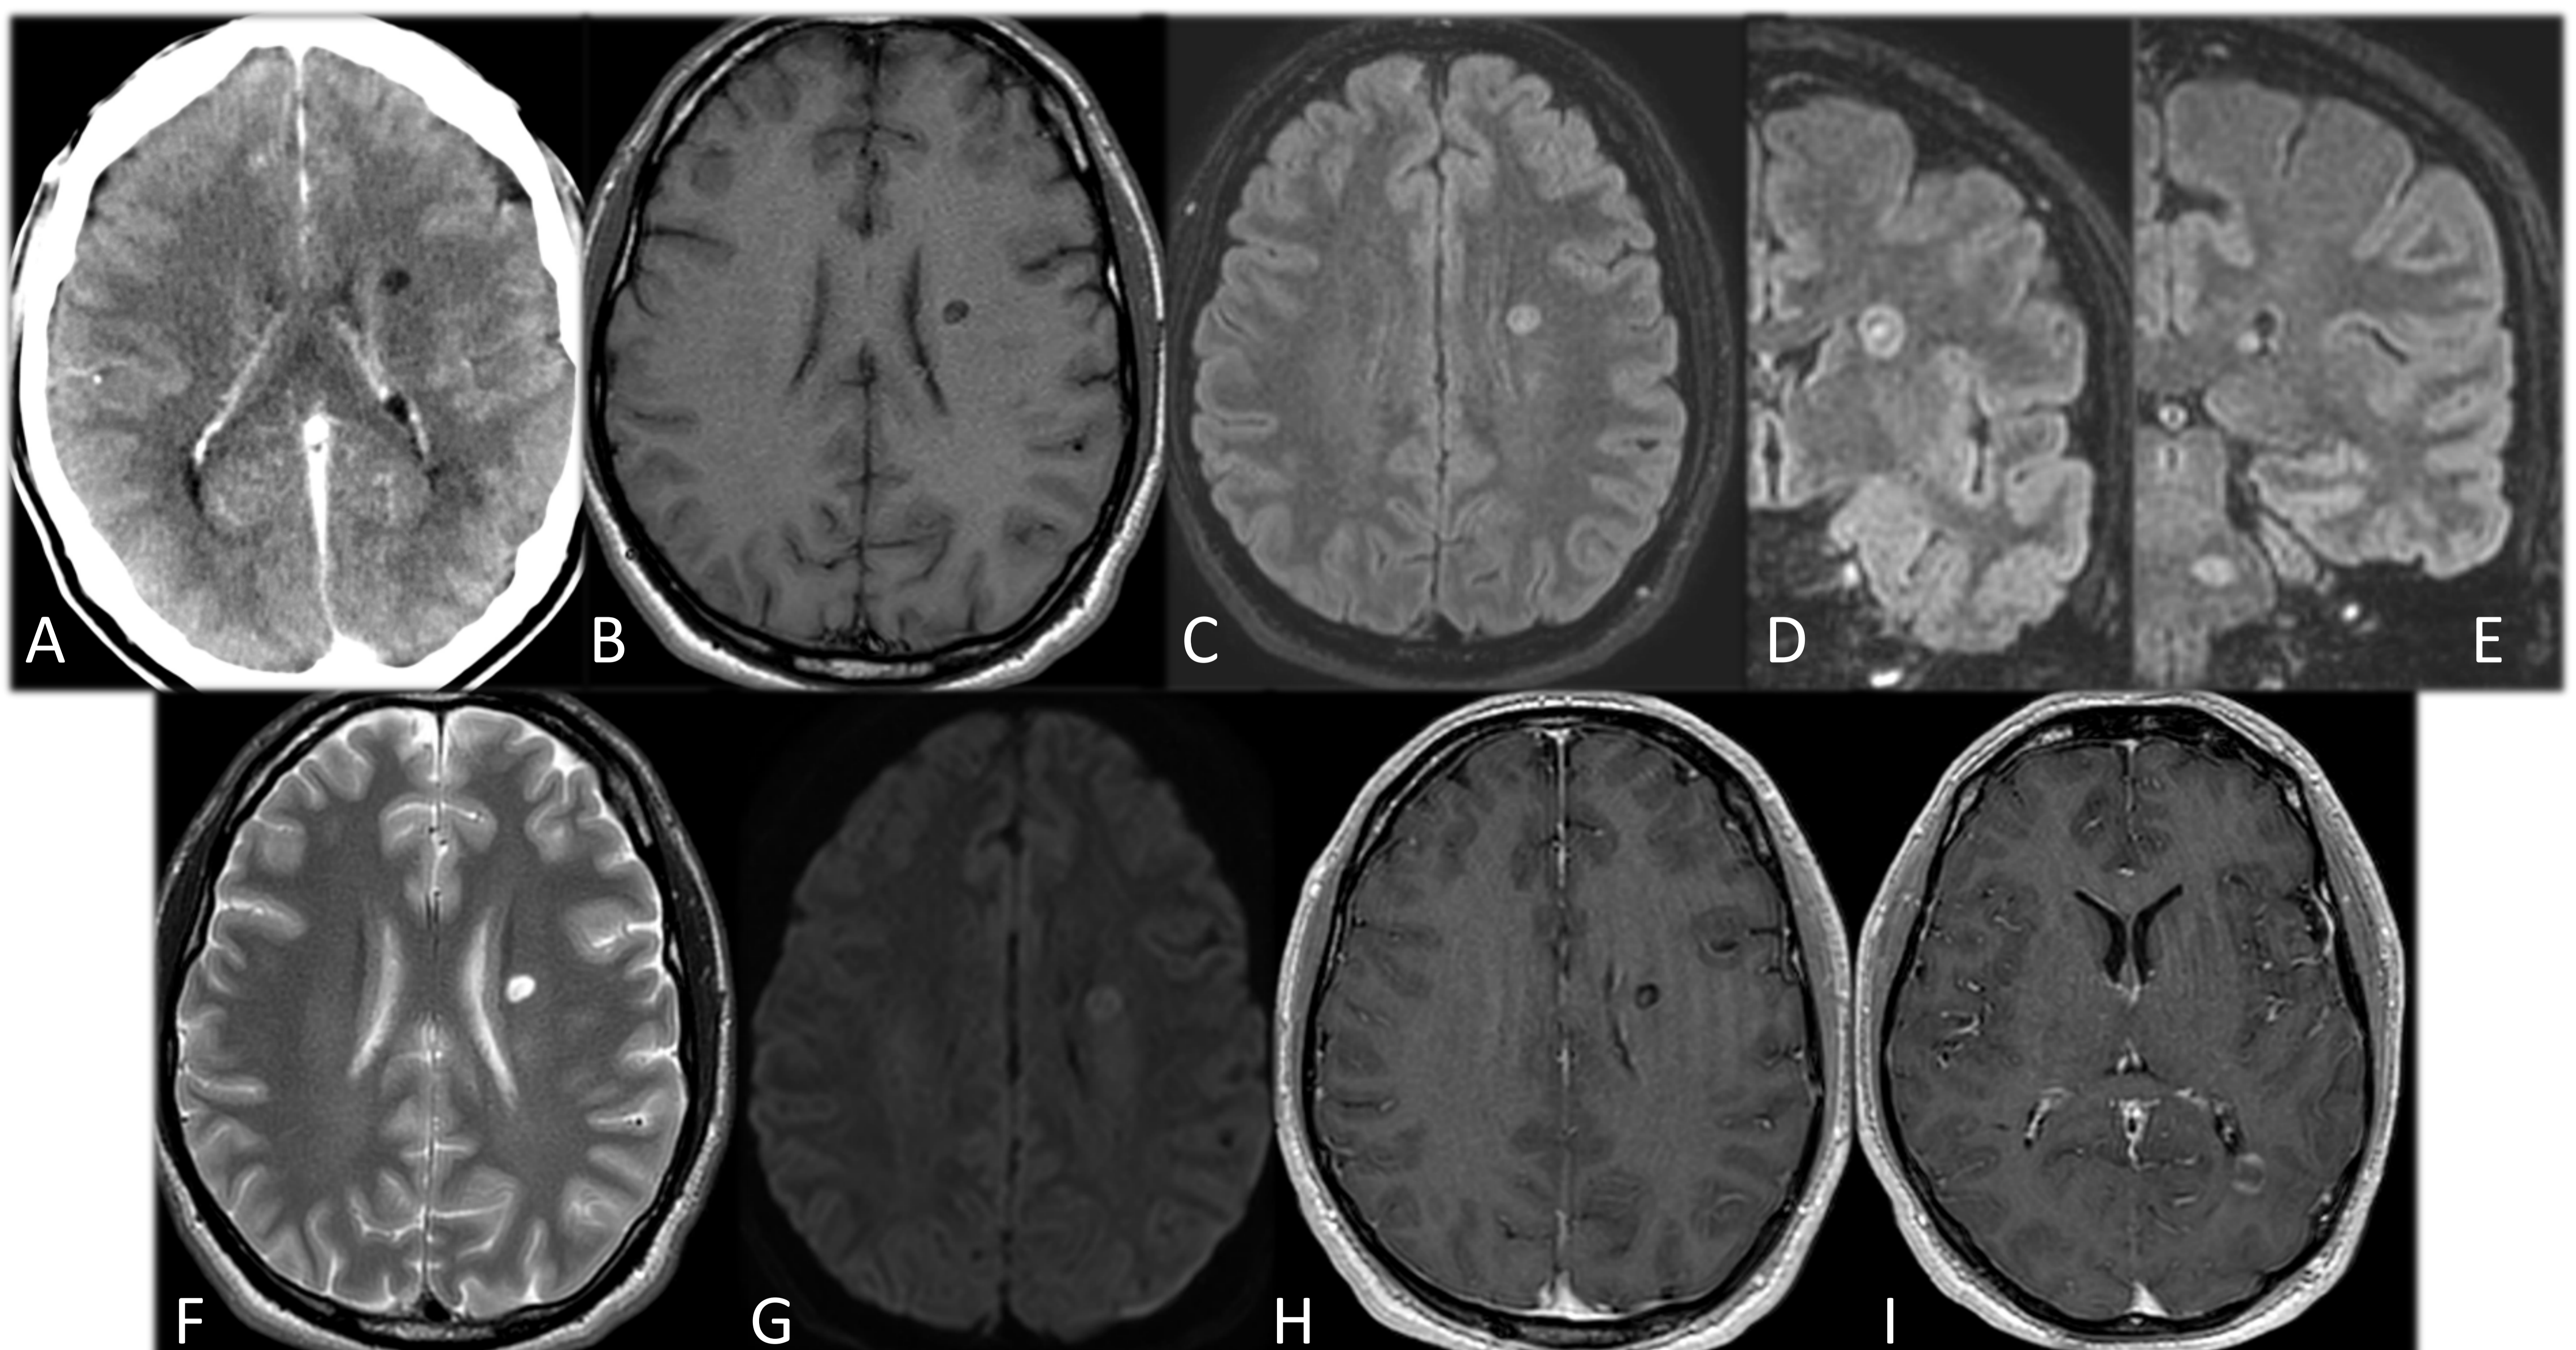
NEUROCISTICERCOSIS. A: TC con CIV. Lesión quística en centro semioval izquierdo que no presenta realce con el contraste. B: RM T1. C, D y E: RM FLAIR. F: RM T2. G: RM DIFUSIÓN. H e I: RM T1 CON CIV. Lesión hipointensa en T1, hiperintensa en T2 y FLAIR, con discreta hipointensidad central tanto en T2 como en FLAIR, y con realce interno tras la administración de contraste paramagnético. Las secuencias de difusión muestran moderada restricción. No existe edema perilesional. Se visualizan otras dos lesiones a nivel hemiprotuberancial izquierdo y periventricular izquierdo (con realce anular).
